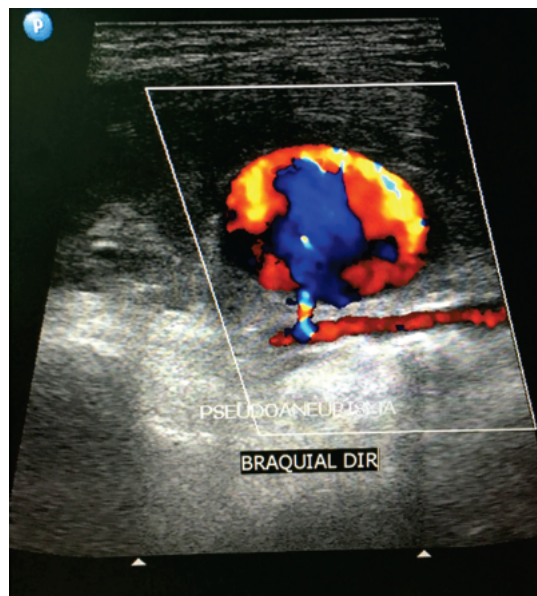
Ecodoppler colorido evidenciando complicação pós-punção de artéria braquial para cateterismo cardíaco (falso aneurisma).
